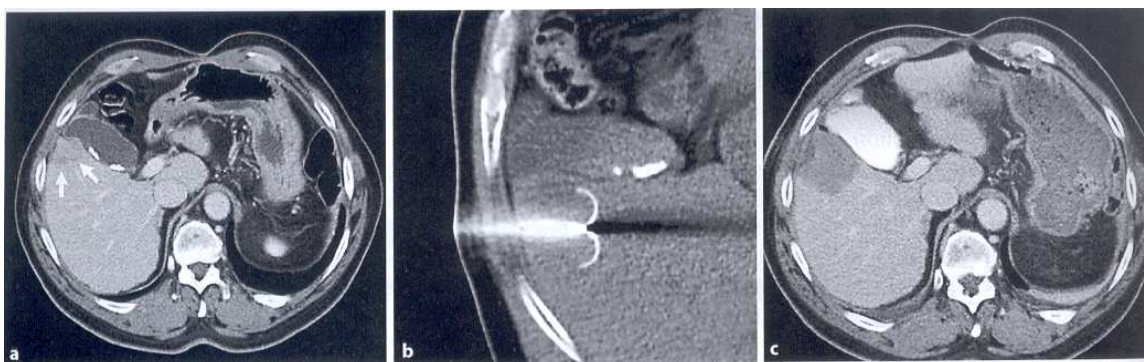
7: Images CT d'une ablation par RF d'un CHC: (a) lésion hypo-vasculaire située sous la vésicule biliaire, (b) aiguille RF de 35 mm placée dans la tumeur, (c) zone hypo-dense après le traitement recouvrant entièrement la lésion indiquant une nécrose par coagulation [142].
